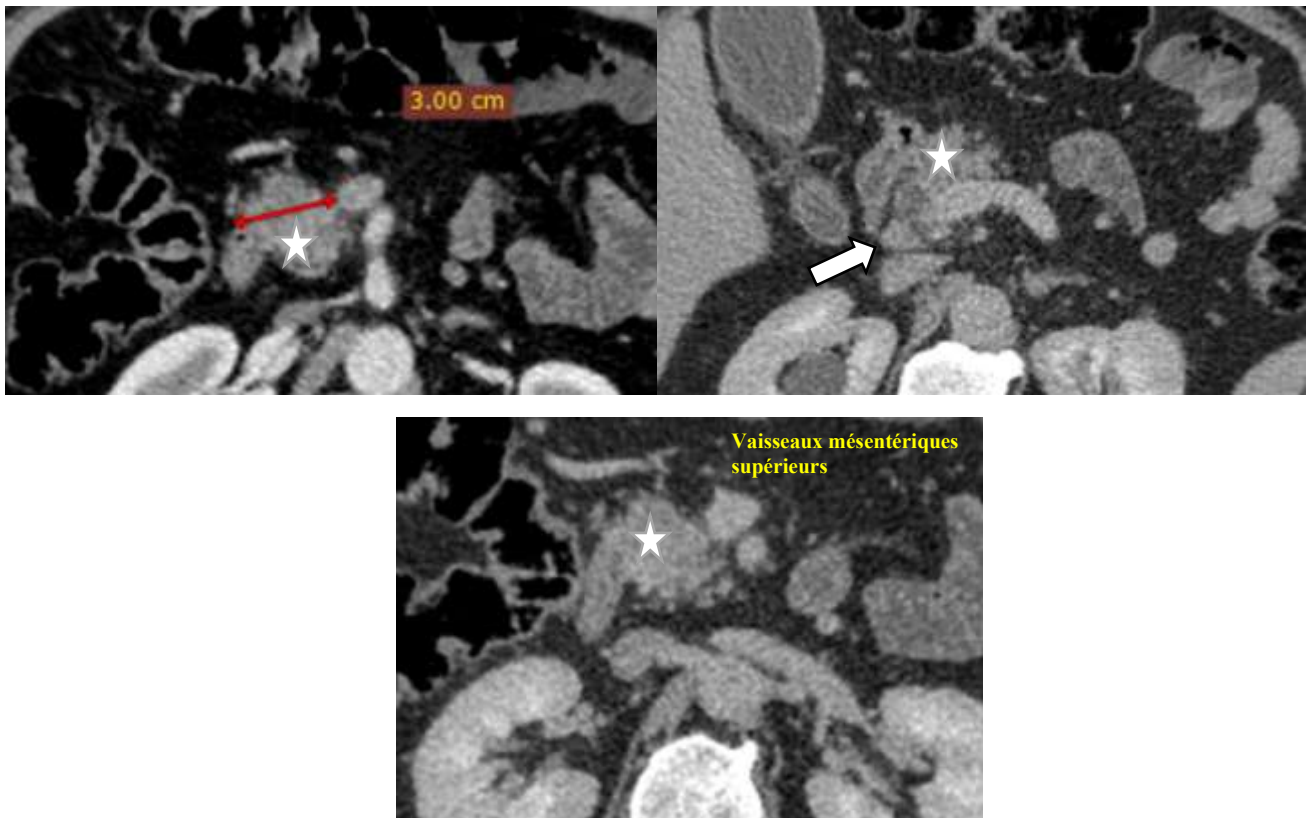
Adénocarcinome pancréatique T2 N1 M0 (stade IB) : coupes axiales d'une TDM abdominale montrant une masse céphalique hypodense, avec un grand axe égal à 3 cm (étoile), faiblement rehaussé par le PDC, une adénopathie péri-pancréatiques (Flèche), sans signes d'envahissement vasculaire (conservation d'un plan graisseux entre la masse et le pédicule mésentérique supérieure).
